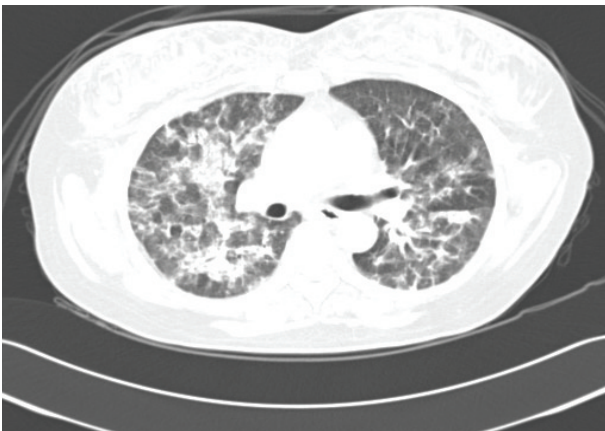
Chest CT shows multifocal patchy and nodular ground glass appearance in both lung fields.
